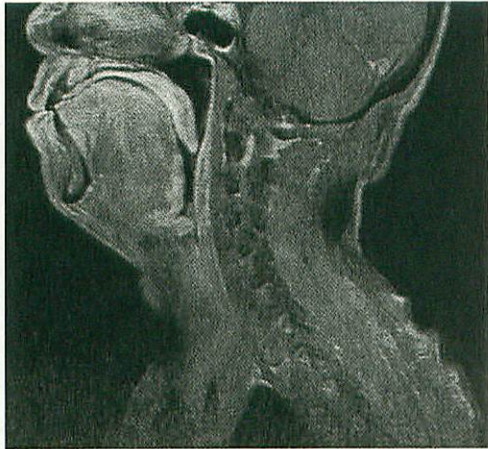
A magnetic resonance imaging of the head and neck before surgery. Due to radiation therapy for pharyngeal tumor with cervical lymph node metastases, patient's tongue and other soft tissues were swollen and edematous. He also has restricted mouth opening of less than 2 cm.
